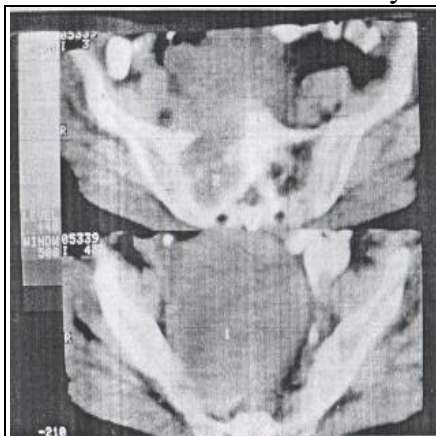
Комп'ютерна томограма хворої С. Б. І., 59 р., іст. хв. № 5671. Нейросаркома ($T_{4c}N_0M_0$, стадія IV_c) на всю порожнину малого таза (1) з деструкцією (2) тіл S₁-S₂
